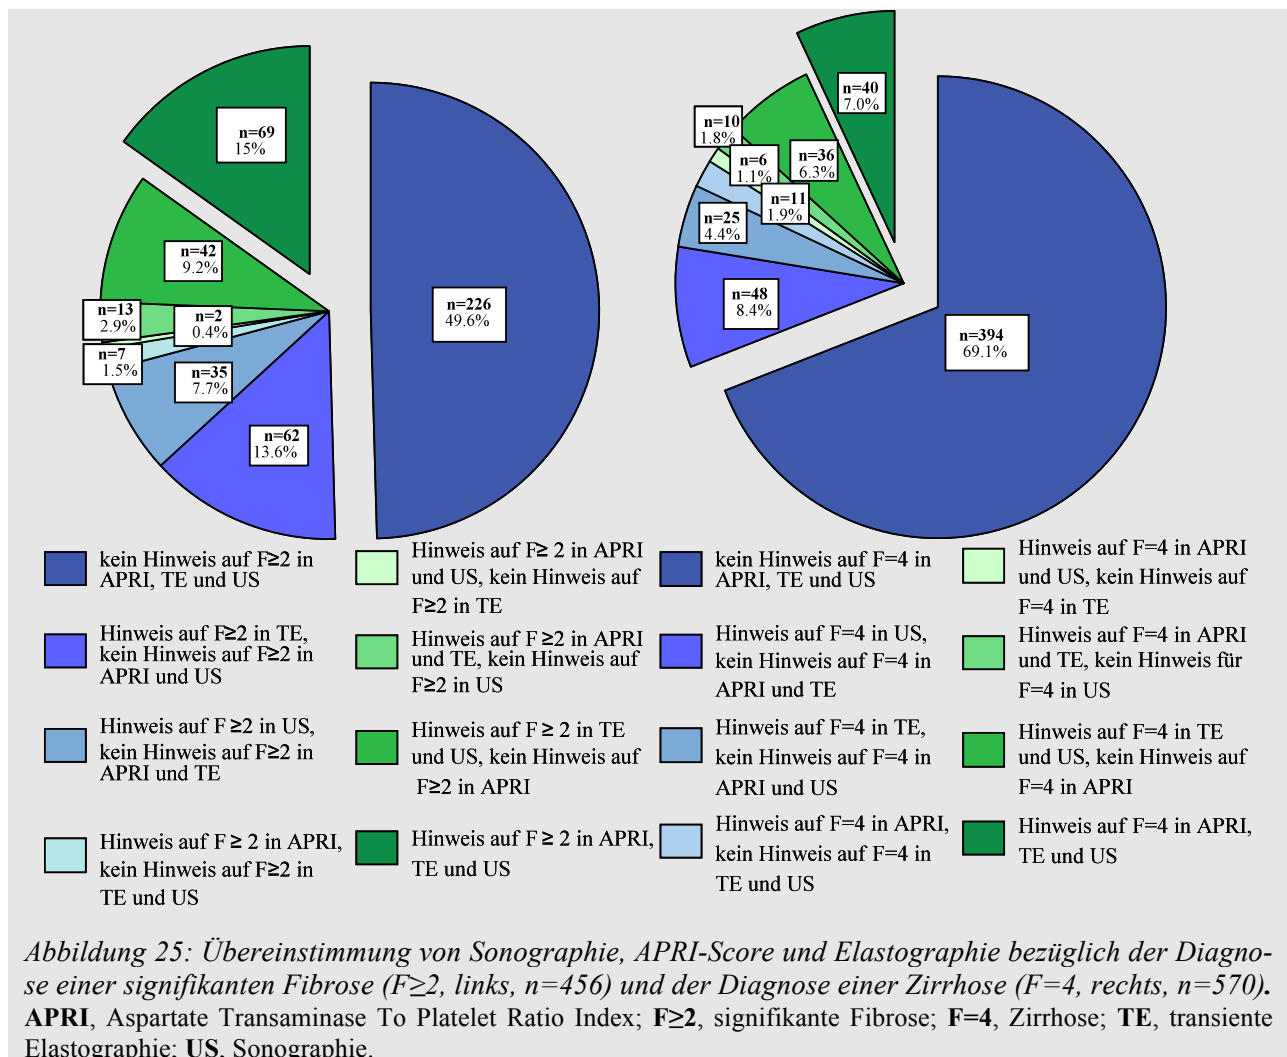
Übereinstimmung von Sonographie, APRI-Score und Elastographie bezüglich der Diagnose einer signifikanten Fibrose (F≥2, links, n=456) und der Diagnose einer Zirrhose (F=4, rechts, n=570). APRI, Aspartate Transaminase To Platelet Ratio Index; F≥2, signifikante Fibrose; F=4, Zirrhose; TE, transiente Elastographie; US, Sonographie.
